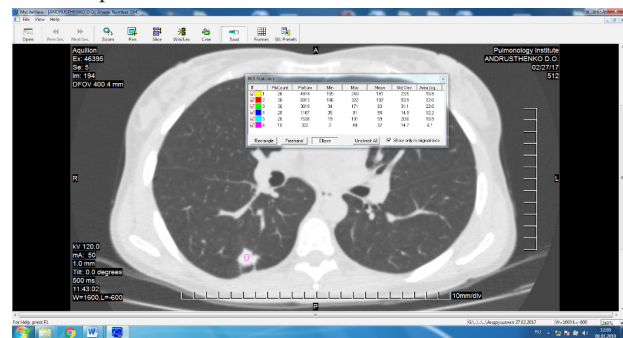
Аксиальный срез КТ больного А. с таблицей денситометрических показателей шести срезов туберкулемы, сделанной с помощью программы DICOM VIEVER PHILIPS (стрелкой указана туберкулома нижней доли правого легкого)
